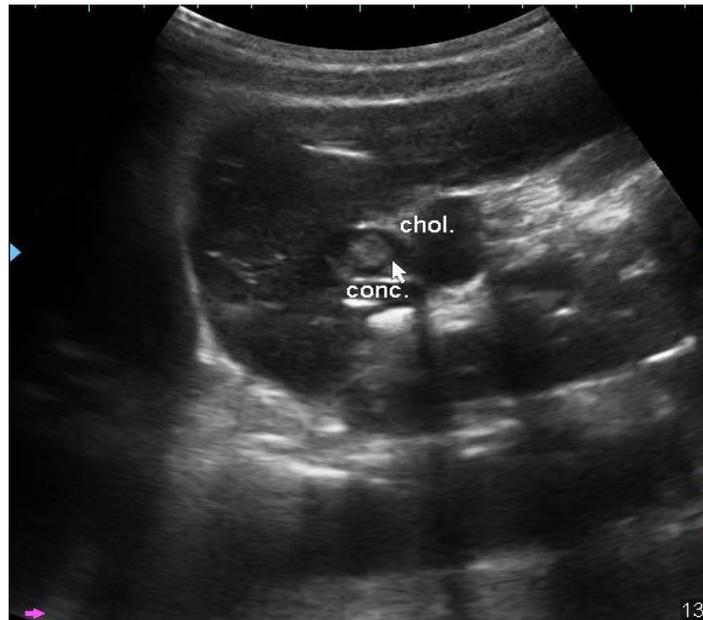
УЗИ. Холедохолитиаз.
